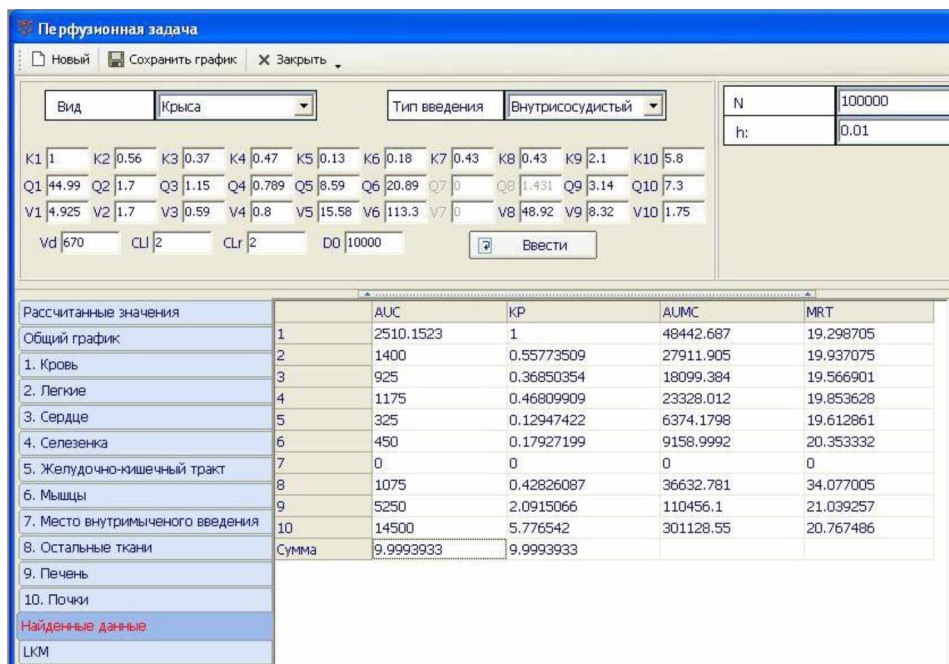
ФКП перфузионной модели
